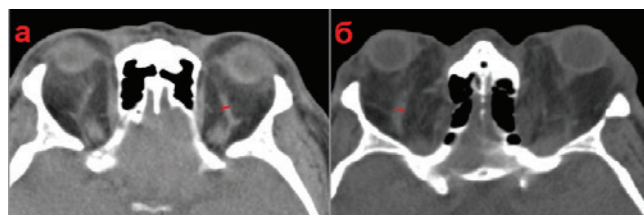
а — КТ орбит (аксиальная проекция) пациента с отечным экзофтальмом, осложненным офтальмогипертензией, стадия субкомпенсации (расширение ВГВ левой орбиты); б — КТ орбит (аксиальная проекция) пациента с отечным экзофтальмом, осложненным офтальмогипертензией, стадия декомпенсации (резкое расширение ВГВ правой орбиты).
